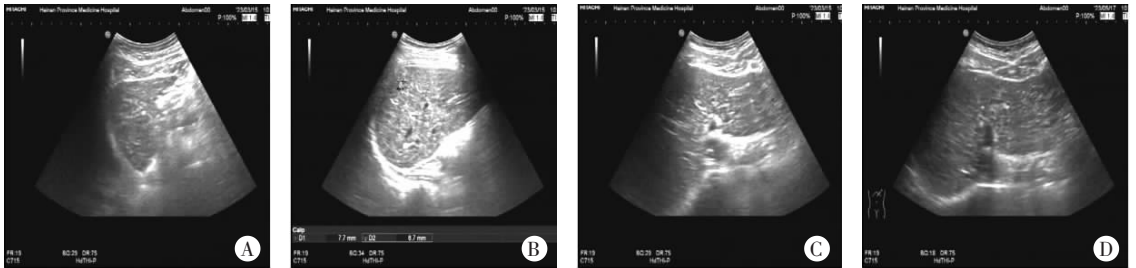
TUDCA 联合多烯磷脂酰胆碱治疗前后肝脏彩色多普勒超声图像
